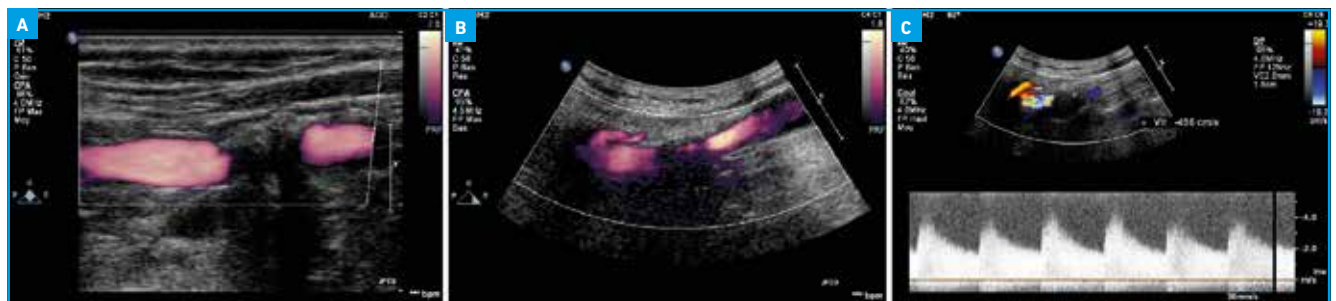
A : plaque calcifiée avec un cône d'ombre important. B : l'adaptation des réglages en Doppler permet de dégager un flux. C : en Doppler pulsé, positionné en regard de la zone d'*aliasing*, on met en évidence la sténose avec une vitesse maximale systolique à 400 cm/s.
